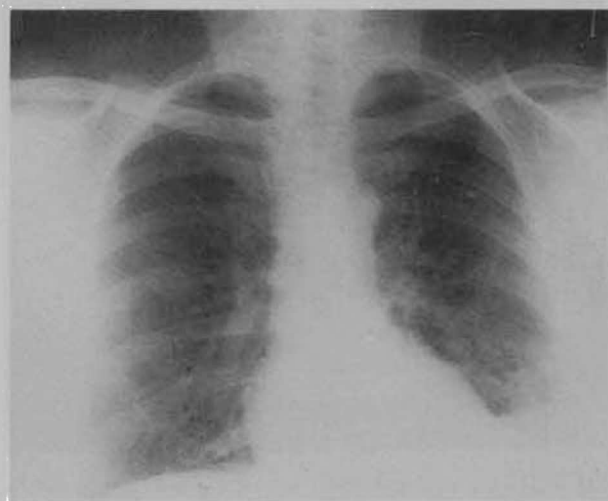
Radiografia com imagens areolares a nível do lobo inferior esquerdo
